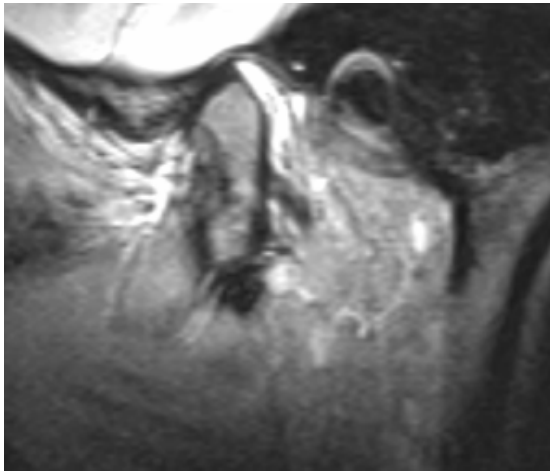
MRT in der sagittalen T1-Wichtung nach Kontrastmittelgabe: Rechtes und linkes Kiefergelenk bei der Patientin aus Abb. 1, hierbei zeigen sich deutliche Resorptionen in beiden Gelenken.
